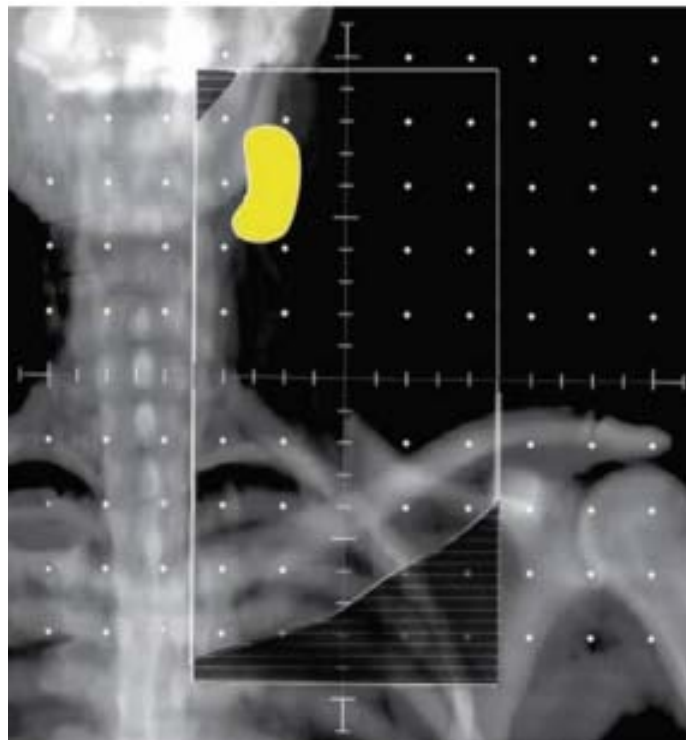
Radiographie reconstruite numériquement du champ unilatéral du cou atteint avec des contours basés sur tomodynamométrie décrivant le ganglion atteint.[178]
